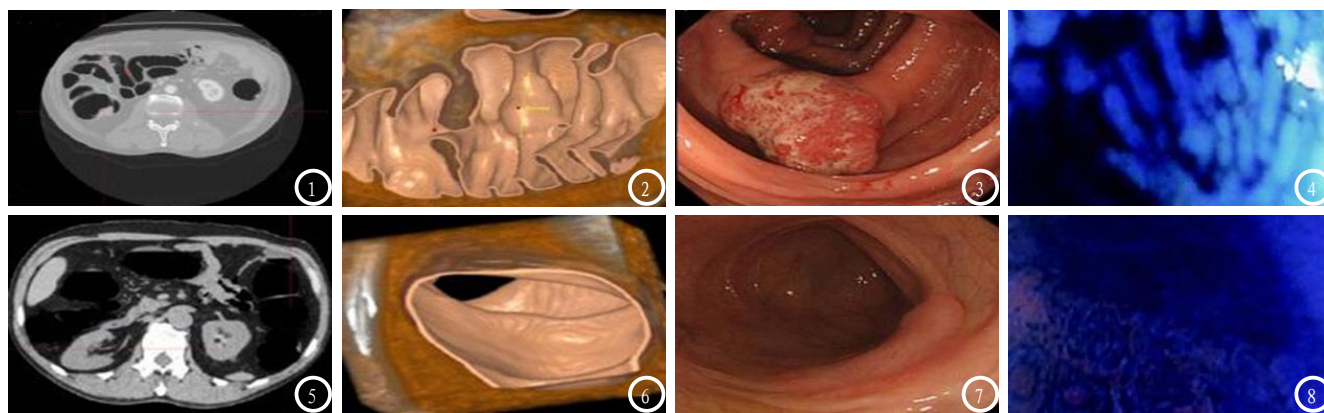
典型患者纤维结肠镜及CT影像图。图1-4为同一患者，女，46岁；图1为仰卧位CT轴位图，CAD自动红圈标记息肉；图2为CAD在3D仿真结肠镜下红圈标记的息肉无蒂，表面光滑；图3为结肠镜直视下息肉形态，表面充血水肿；图4为结肠镜直视下喷洒管喷洒5g/L美蓝液5-10ml于息肉表面范围染色，电子结肠镜观察见较大洋葱样隐窝。图5-8为同一患者，男，44岁；图5为CT轴位图，见结肠水平管壁局限略增厚；图6为CAD在3D仿结肠镜下表现，表面光滑平整；图7为结肠镜直视下息肉形态，息肉扁平状无蒂；图8为结肠镜直视下美蓝染色，用电子结肠镜观察见管状或类圆形隐窝。
